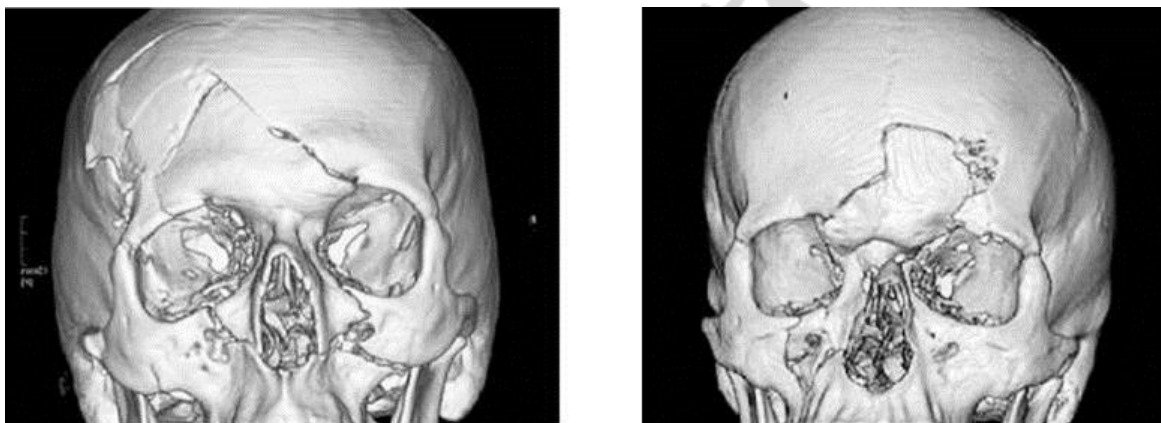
Спиральная компьютерная томография черепа, объемная реконструкция. Сочетанная черепно-лицевая травма: множественные переломы костей свода черепа с переходом на основание в области передней и средней черепных ямок, двусторонние переломы верхней челюсти
